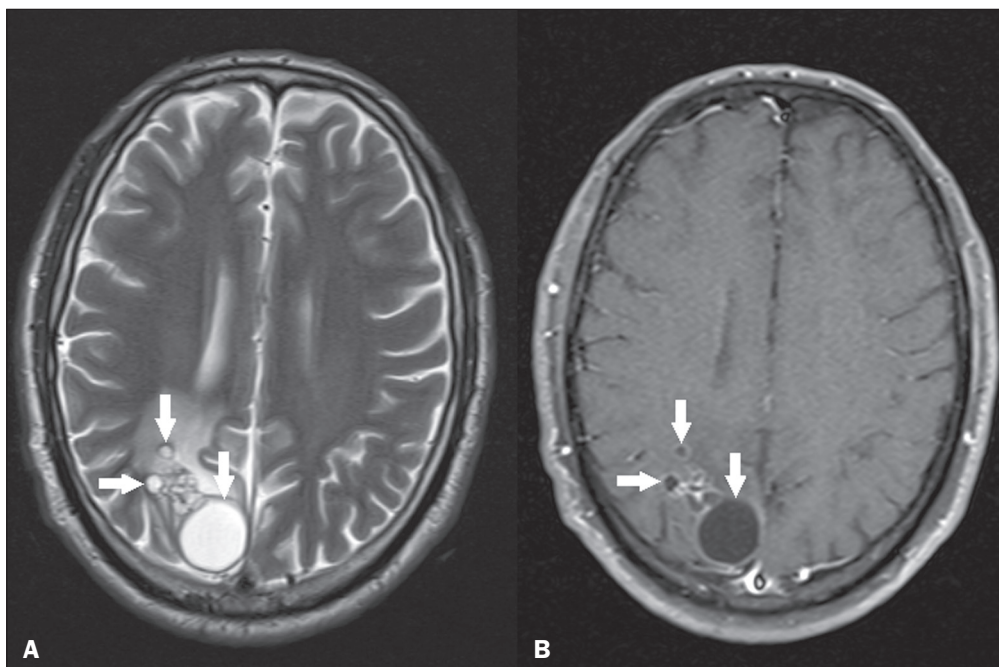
Equinococose alveolar. RM axial T2 (A) e T1 pós-contraste (B) demonstrando múltiplas lesões císticas coalescentes no lobo occipital direito, caracterizadas por sinal semelhante ao liquor em T2 e realce periférico pelo meio de contraste (setas).
